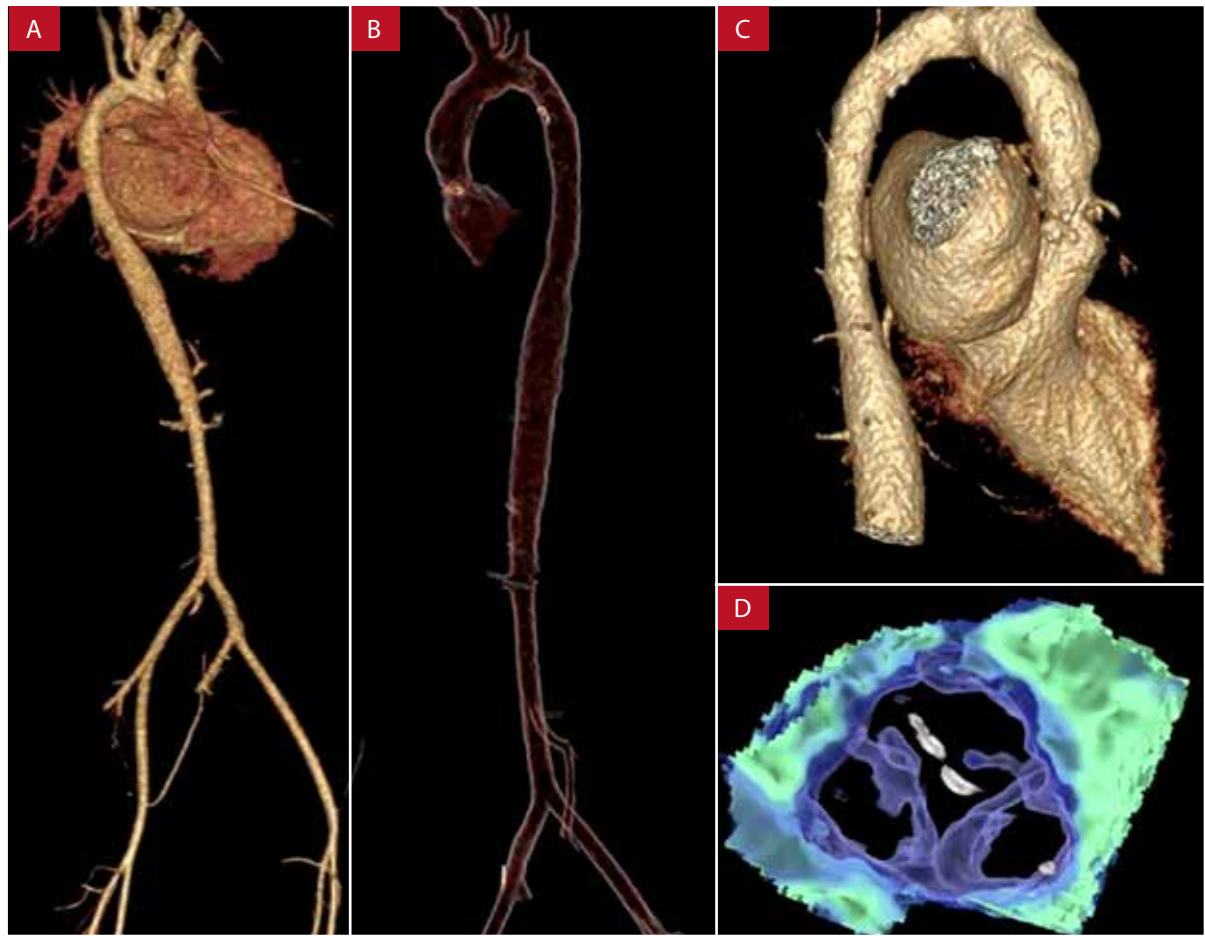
A, B y C: reconstrucción tridimensional por angiotomografía de la aorta. Se observa hipoplasia de la raíz aórtica y aorta ascendente, con los menores diámetros a nivel de la unión sinotubular y senos de Valsalva. D: reconstrucción de la válvula aórtica con engrosamiento y calcificación de sus velos.
